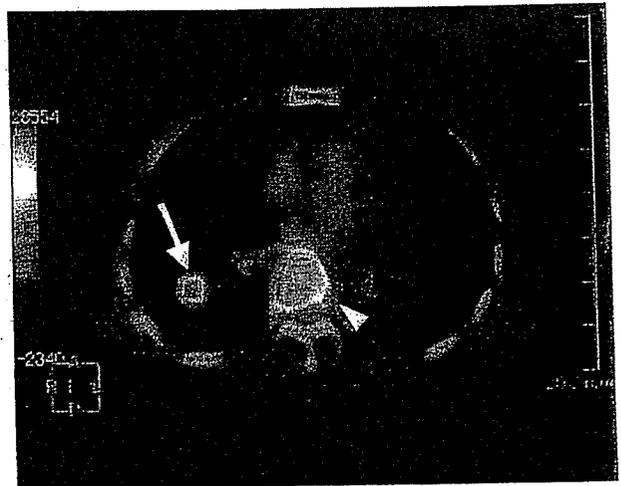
肺がん原発巣と骨転移のPET/CT画像(肺がん原発巣(↑)，骨転移(▲))
